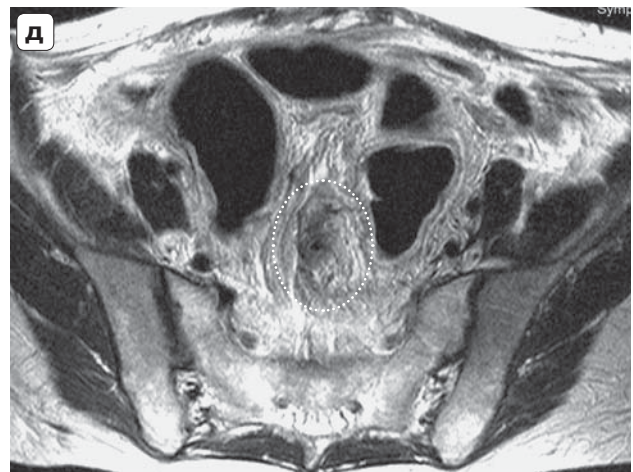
МРТ-изображения на 5-е сутки после закрытия трансверзостомы, T2-взвешенные изображения в сагиттальной, аксиальной и коронарной плоскостях. а – межкишечный анастомоз (белый овал), раздутые газом петли ободочной кишки (белые стрелки), сосуды скрученной брыжейки (черная стрелка); б – жидкость и газ с горизонтальным уровнем в проксимальном участке (черная стрелка) и слепом конце (белая стрелка) низведенной ободочной кишки; в – клювовидное сужение низведенной ободочной кишки дистальнее перекрута (стрелка); г – симптом расщепления кишечной стенки на уровне перекрута (стрелка); д – симптом вихря (пунктирный белый овал) в зоне скручивания брыжейки низведенной ободочной кишки.
